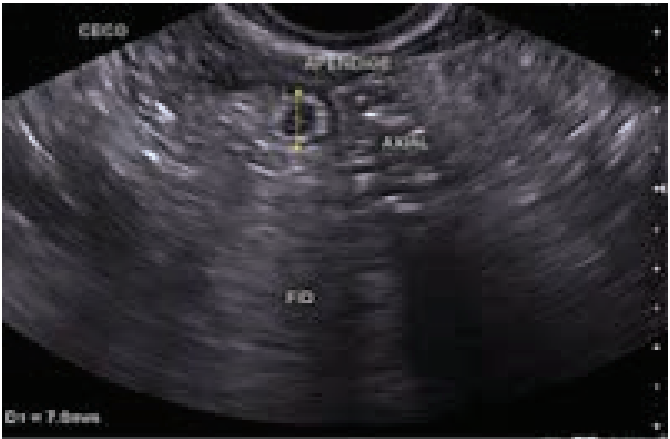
Aquisição endovaginal com ultrassonografia 2D evidenciando imagem axial compatível com apendicite aguda
